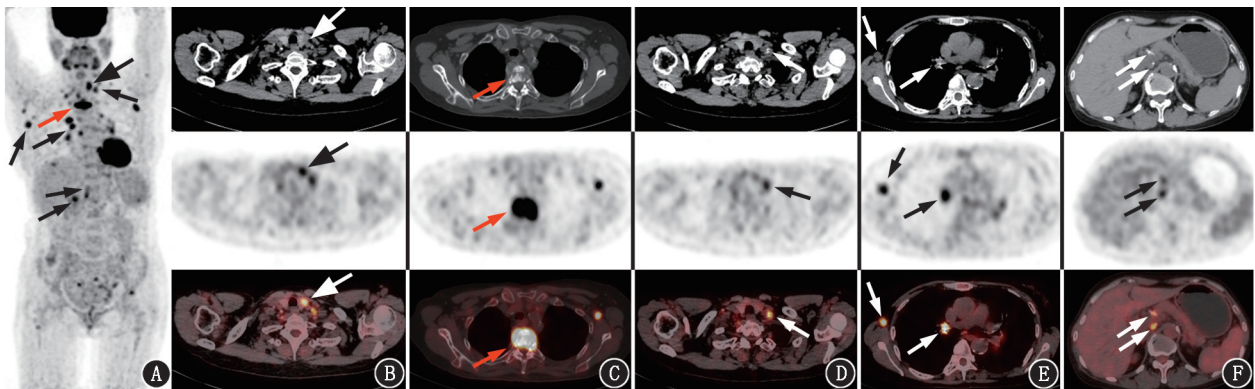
甲状腺结核伴甲状腺乳头状微小癌患者 (女, 59 岁) ¹⁸F-FDG PET/CT 显像图 (箭头示病灶)。A. 全身最大密度投影图显示全身甲状腺、第 3 胸椎及颈部、纵隔、腋窝、腹部淋巴结多发占位性病变并¹⁸F-FDG 高代谢; B. 横断面 PET/CT 图像示甲状腺左叶结节状稍低密度影, 边界欠清晰, 大小约 13 mm × 12 mm × 19 mm, 呈显像剂浓聚, SUV_{max} 约为 6.8; C. 横断面 PET/CT 图像示第 3 胸椎椎体骨质破坏, 周围见软组织肿块形成, 内见散在钙化灶, 呈显像剂浓聚, SUV_{max} 约为 12.8; D~F. 横断面 PET/CT 图像示颈部、纵隔、腋窝、腹部多发肿大淋巴结, 内见多发钙化灶, 最大约 16 mm × 13 mm, 呈显像剂浓聚, SUV_{max} 约为 8.5
